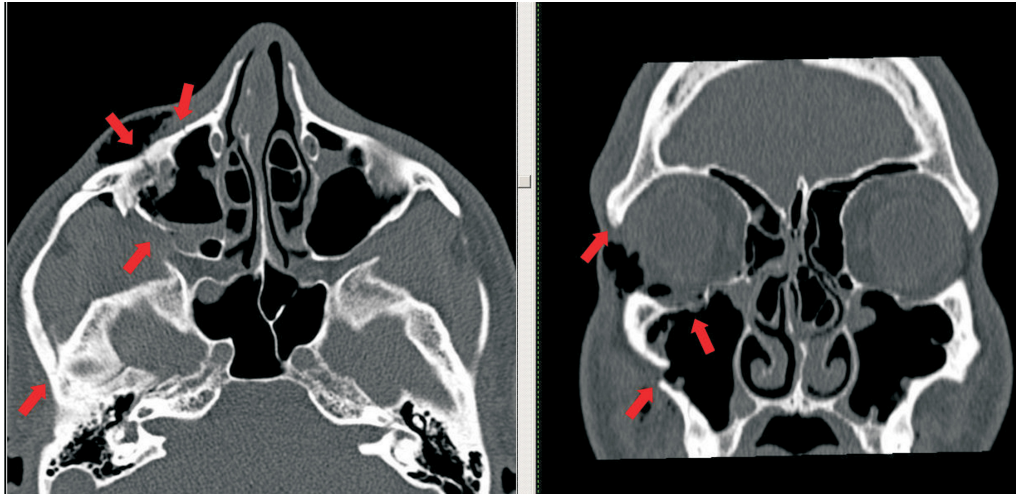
CT Datensatz eines Traumas verursacht durch einen Kopfstoß. Der Scan zeigt identische Bruchbilder wie durch die Berechnungsergebnisse dargestellt (Abbildung 7A). Die roten Pfeile zeigen die Bruchlinien.
